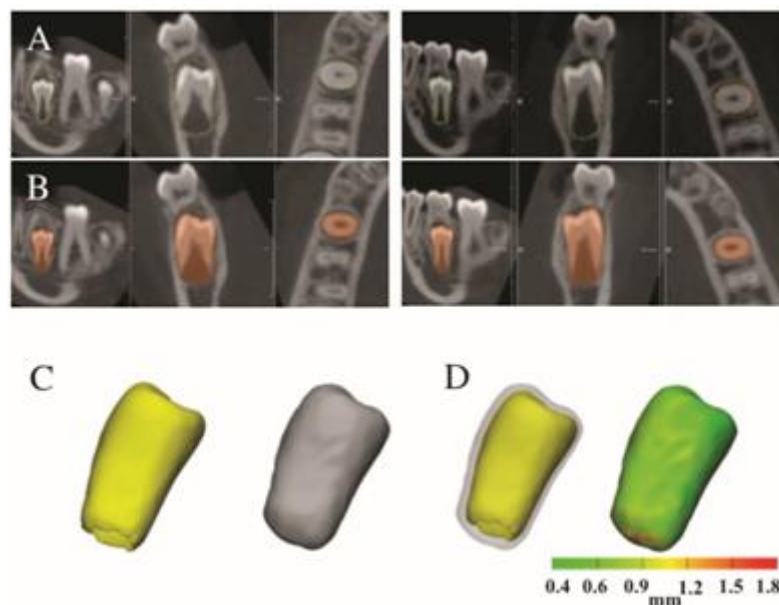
Flujo de trabajo del procedimiento preoperatorio. A) Imagen de CBCT, B) Segmentación dental del diente donante en la CBCT, C) Modelo en 3D del diente donante, en amarillo el tamaño real y en color gris muestra el modelo expandido que representa el tejido blando, D) Segunda expansión del diente réplica que va de 400µm a 1.8mm en la porción apical.⁷⁸
